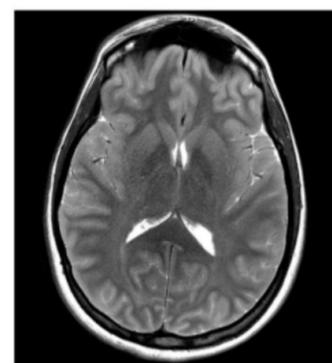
IRM cérébrale (séquence T2) montrant un œdème cérébral diffus
